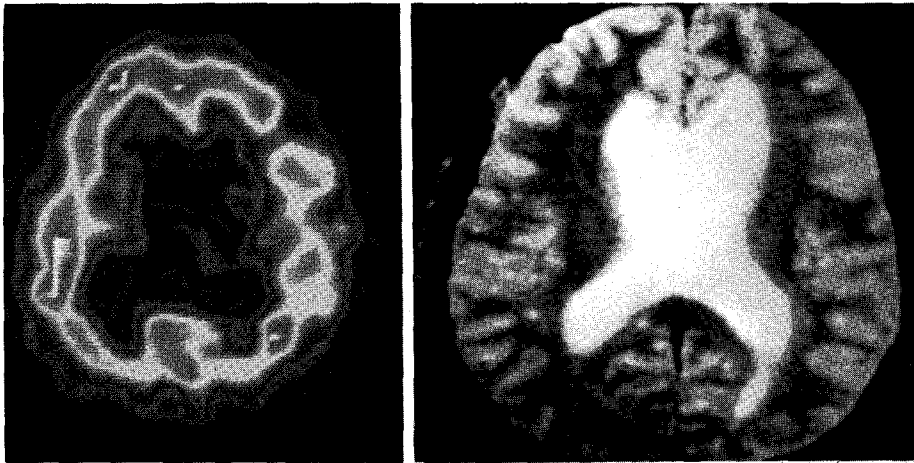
Transverse image of <sup>99m</sup>Tc-HMPAO SPECT (left) and MRI image (right) in a patient with aphasia. There are large areas of severely reduced uptake in the left MCA distributions on SPECT image. There is no abnormality on MRI corresponding to the lesions detected on SPECT.
